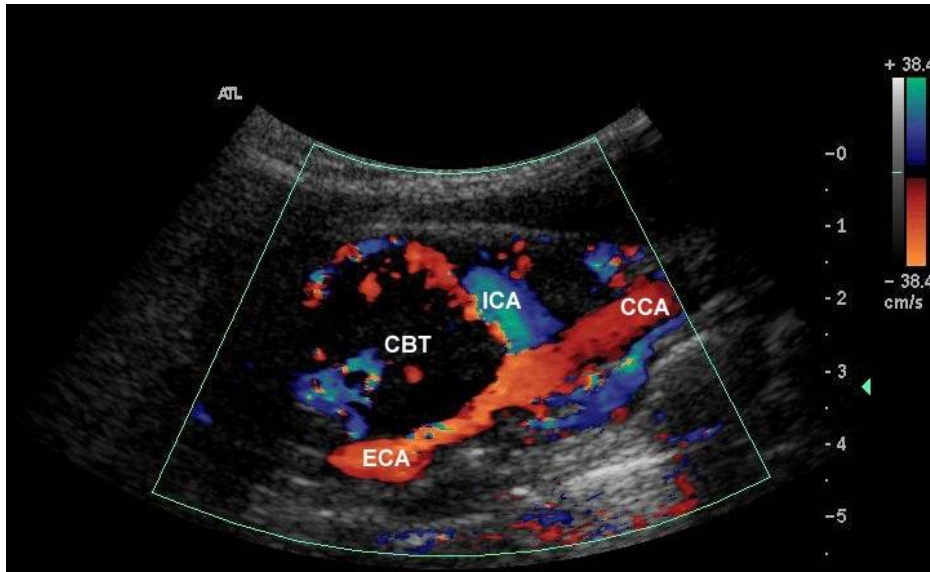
Échographie Doppler, coupe longitudinale : Tumeur du corps carotidien (91) .
